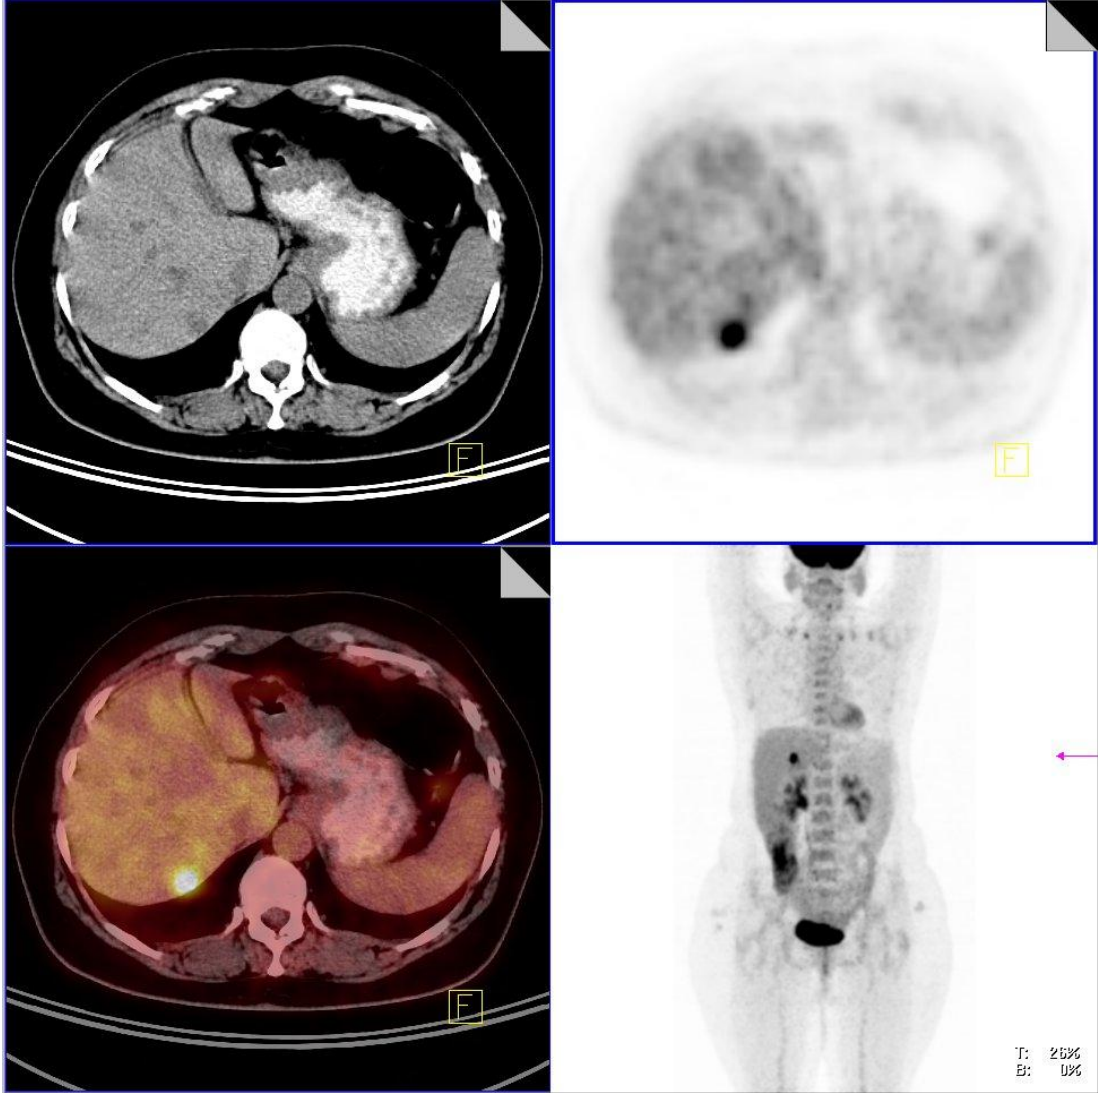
79 yaşında opere kolon ca tanılı kadın hasta. Tümör belirteçleri normal sınırlarda bulunan hastanın MR görüntülemesinde karaciğerde metastatik lezyon raporlanmıştır. PET/BT incelemesinde MR ile uyumlu şekilde karaciğerde artmış FDG tutulumu gösteren metastatik lezyon (kısa ok ucu) saptanmıştır. Bu bulguya ek olarak sağ böbrek posterior kortikal komşuluğunda subdiafragmatik implant ile uyumlu artmış FDG tutulumu gösteren yumuşak doku lezyonu (uzun ok ucu) tespit edilmiştir. Böbrek komşuluğundaki bu lezyon alanında MR incelemede patolojik bulgu raporlanmamıştır.
